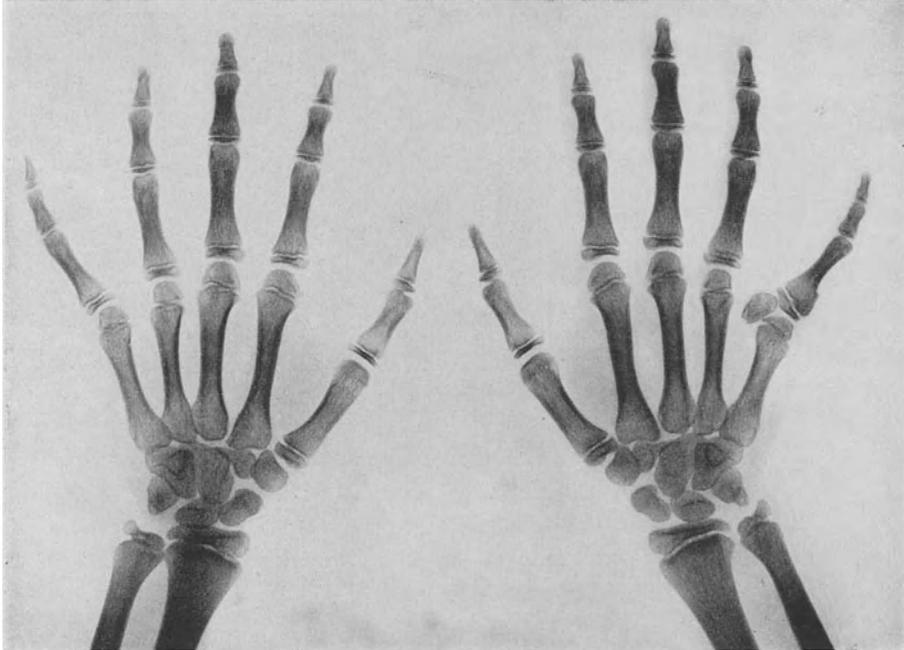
Handröntgen mit angedeutetem überzähligem Strahl bei Lawrence-Biedl.
